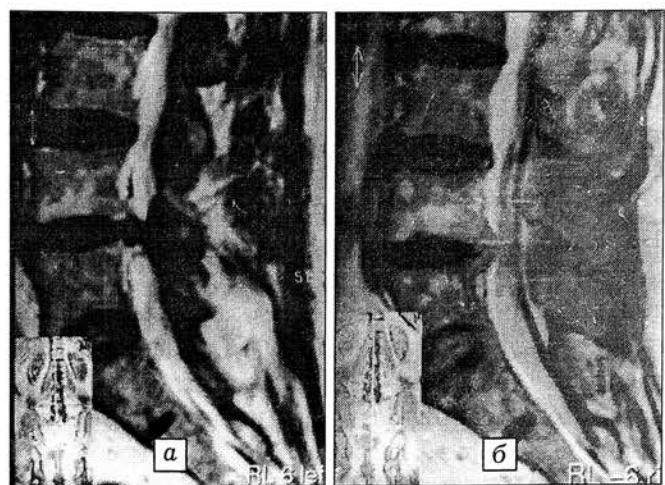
Магнитно-резонансная томограмма поясничного отдела позвоночника: а — до операции (протрузия L4-5 диска 8 мм); б — через 1 мес после операции (протрузия диска 6 мм).
